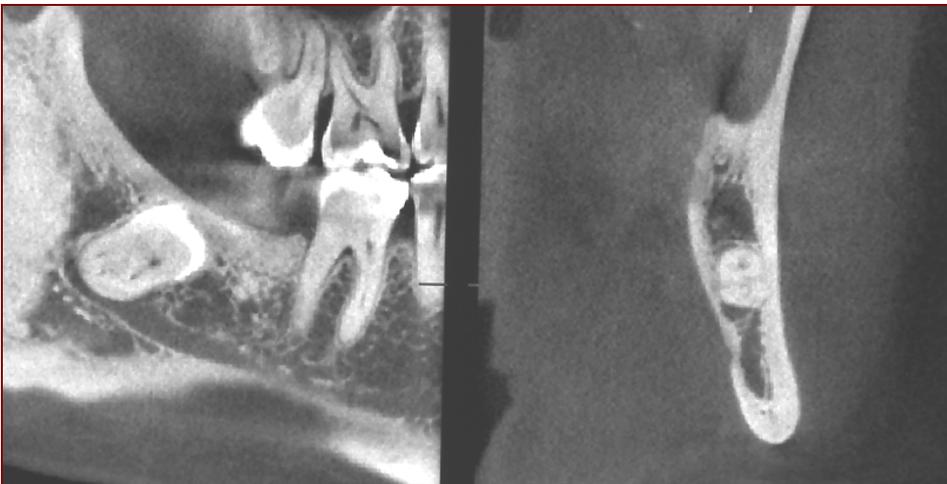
caso clinico 2: TAC iniziale elemento 48 (paziente di 30 anni)
